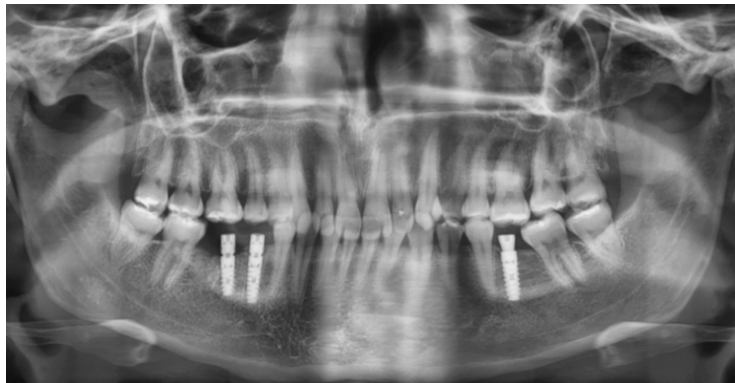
Radiografía panorámica de la colocación de los implantes inmediatos.
